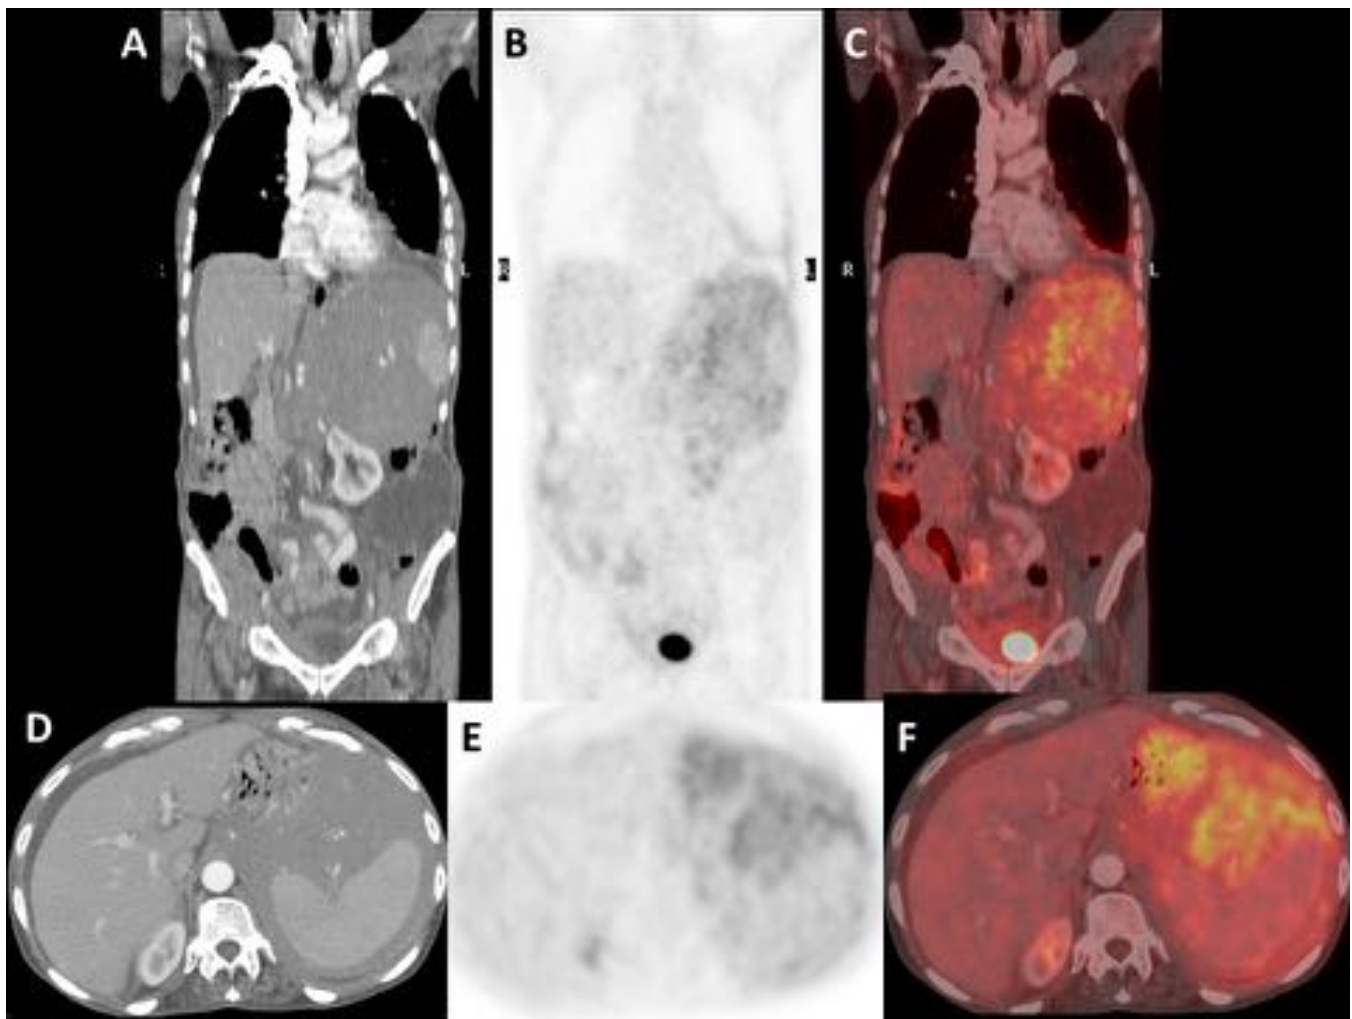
18FDG-PET/TC Verdadero positivo. Paciente varón de 46 años con LDCGB. El PET/TC de estadificación muestra aumento de la densidad y volumen del ligamento gastroesplénico con captación de 18FDG y ascitis, en un caso de linfomatosis peritoneal.
